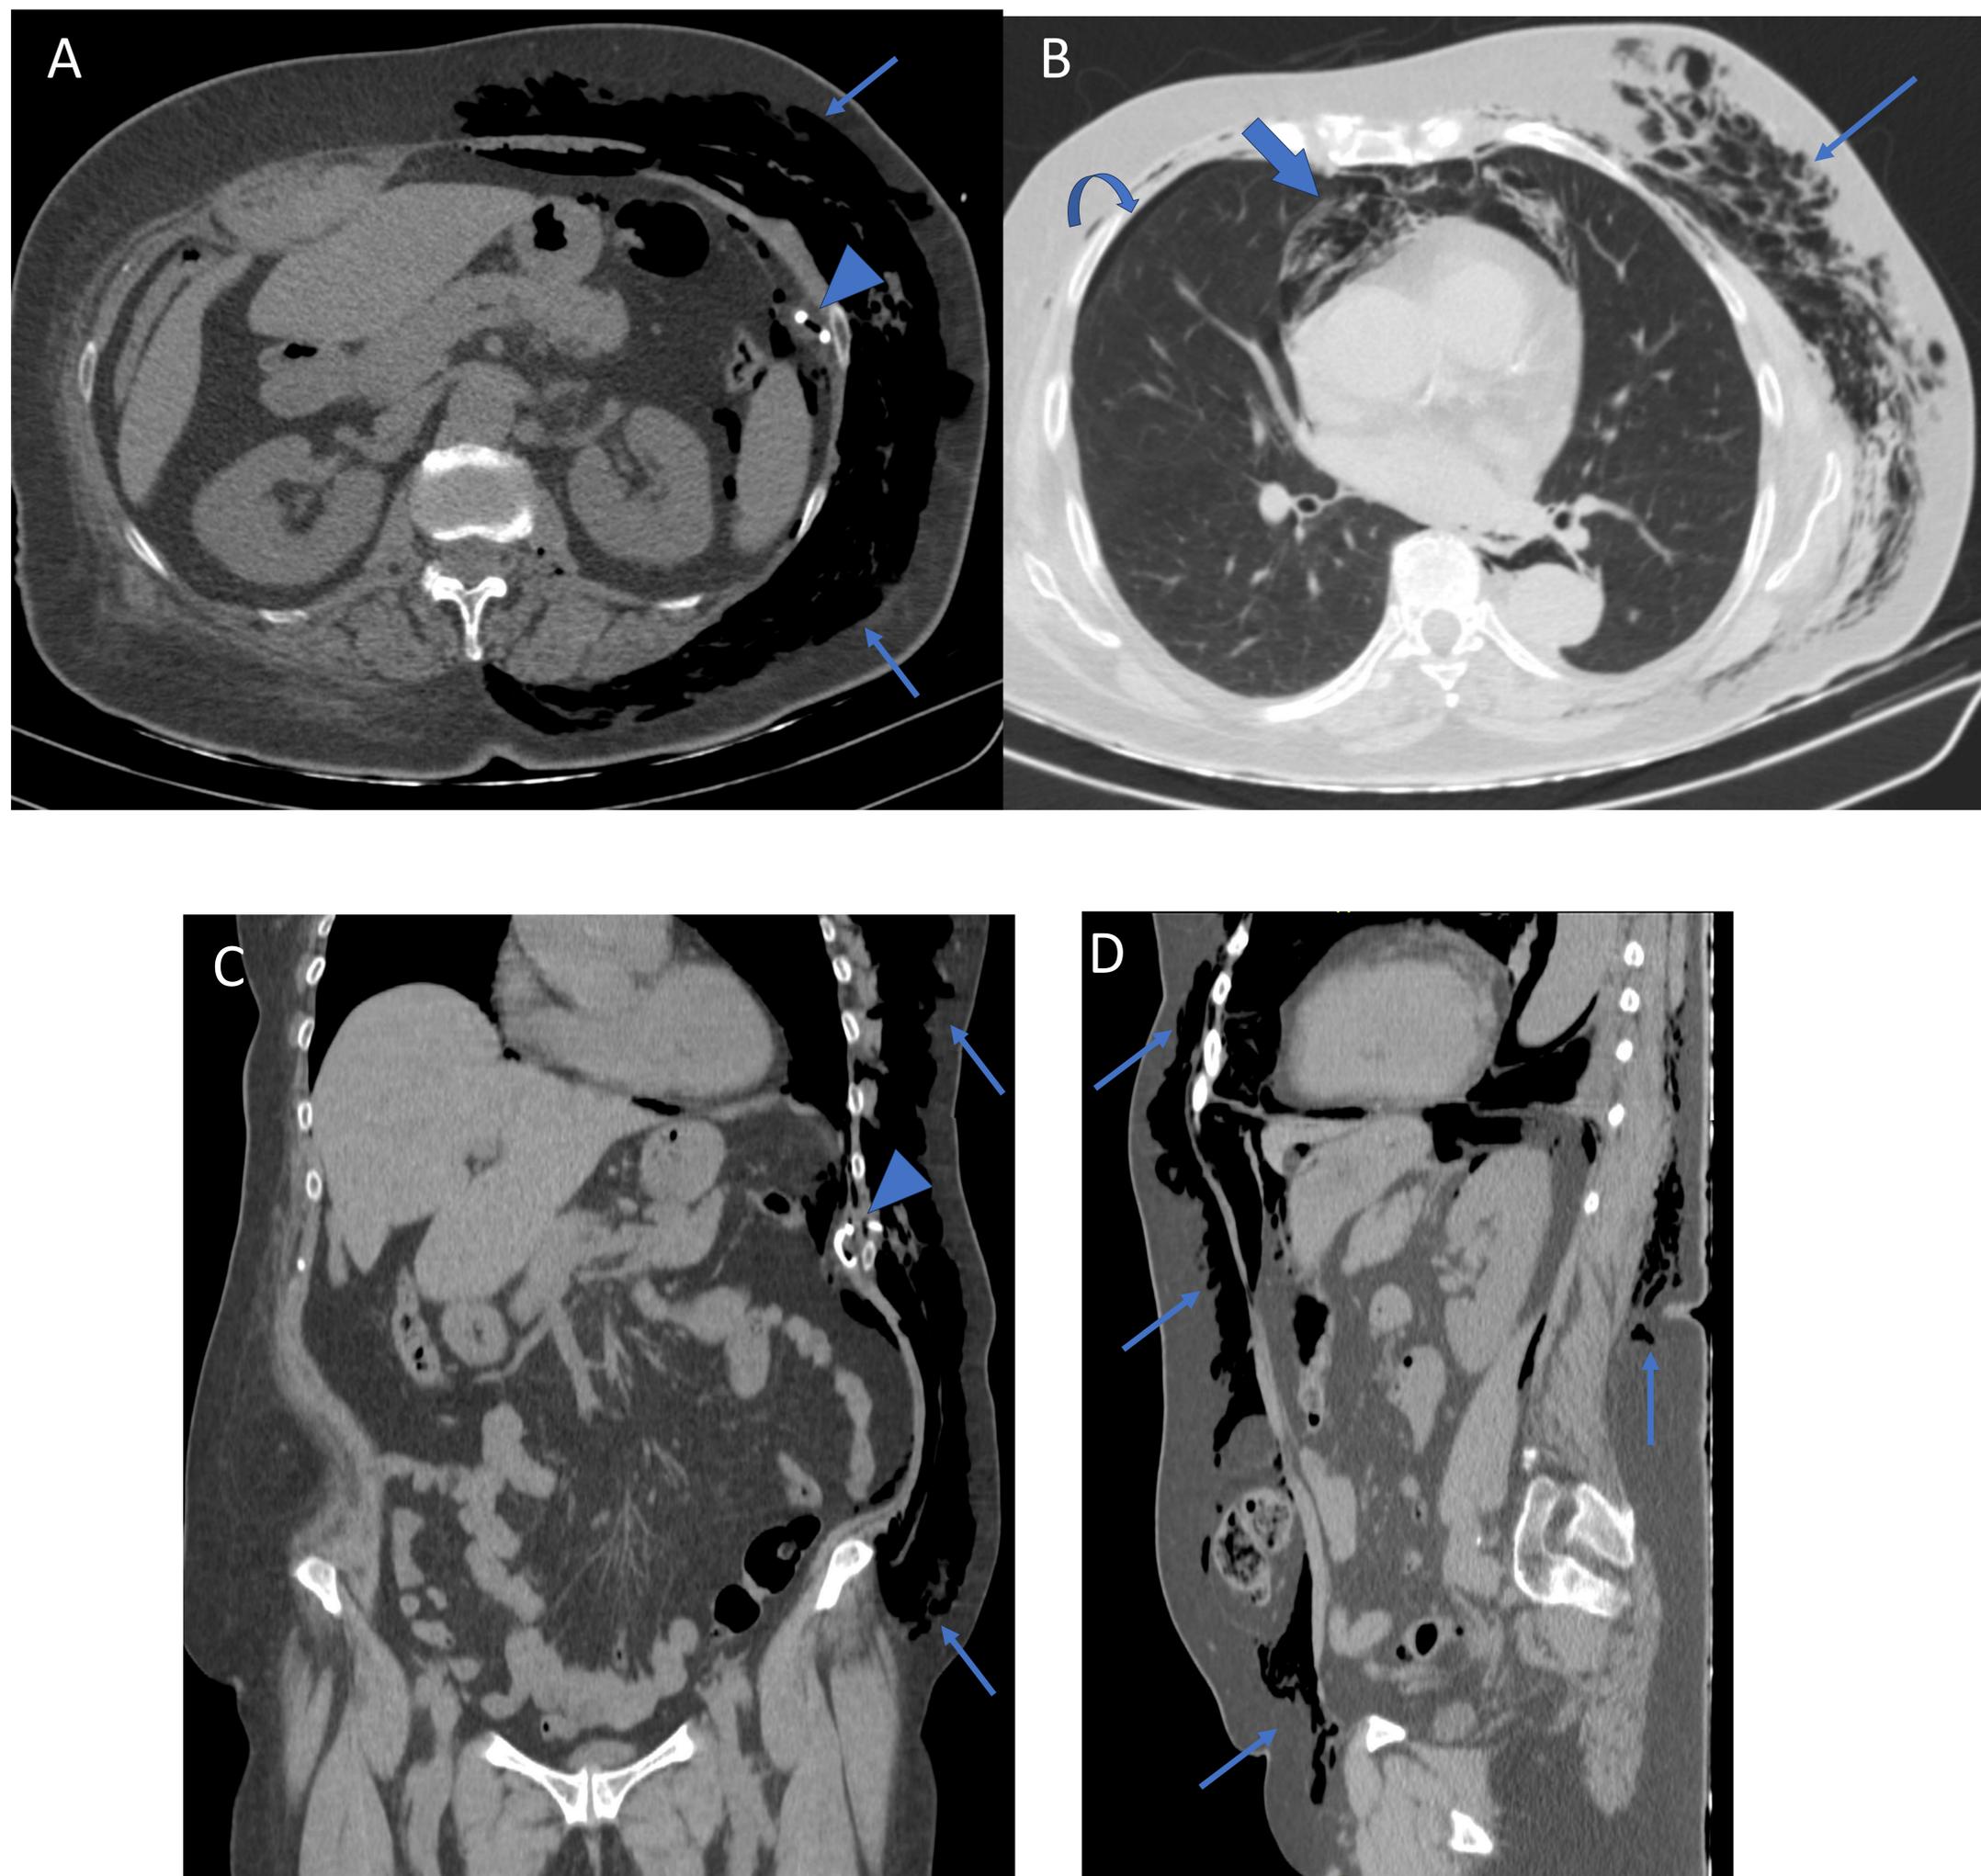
Cortes axial (A), axial del tórax en ventana de pulmón (B), coronal (C) y sagital (D) de la TC del neumoperitoneo. El extremo del catéter pigtail ha quedado en el espacio properitoneal en la región del hipocondrio izquierdo (cabezas de flecha). Existe un gran enfisema subcutáneo en la pared abdominal y torácica izquierdas (flechas finas), neumomediastino (flecha gruesa) y un neumotórax laminar derecho (flecha curva). Hay muy escaso neumoperitoneo
